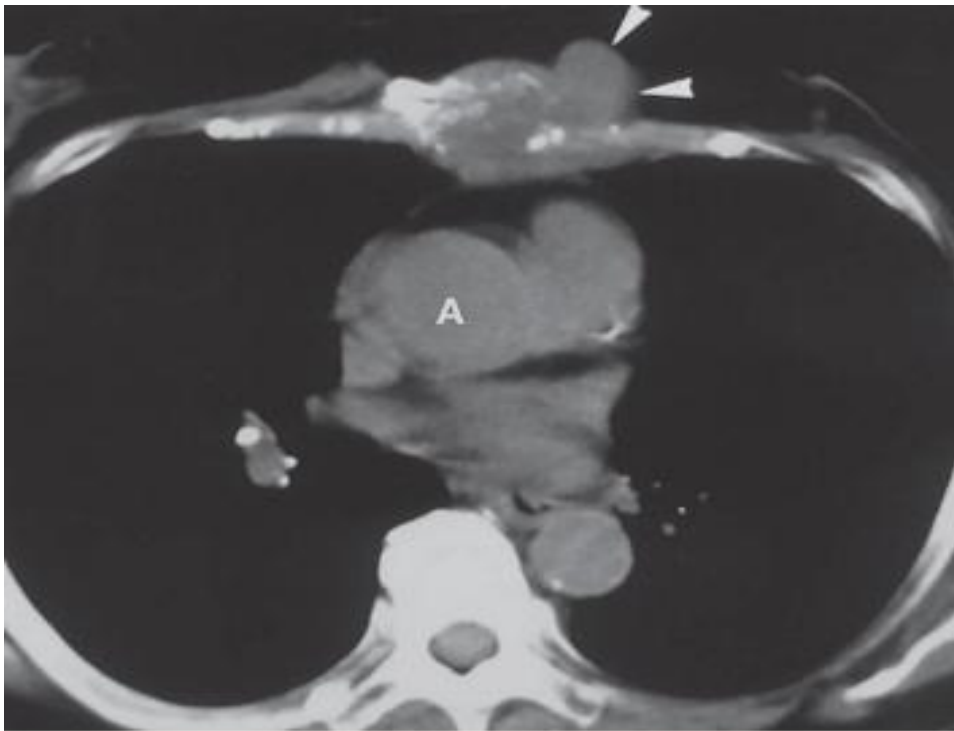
HFM sur TDM thoracique montrant une masse tissulaire envahissant le sternum avec extension aux parties molles. [15]
